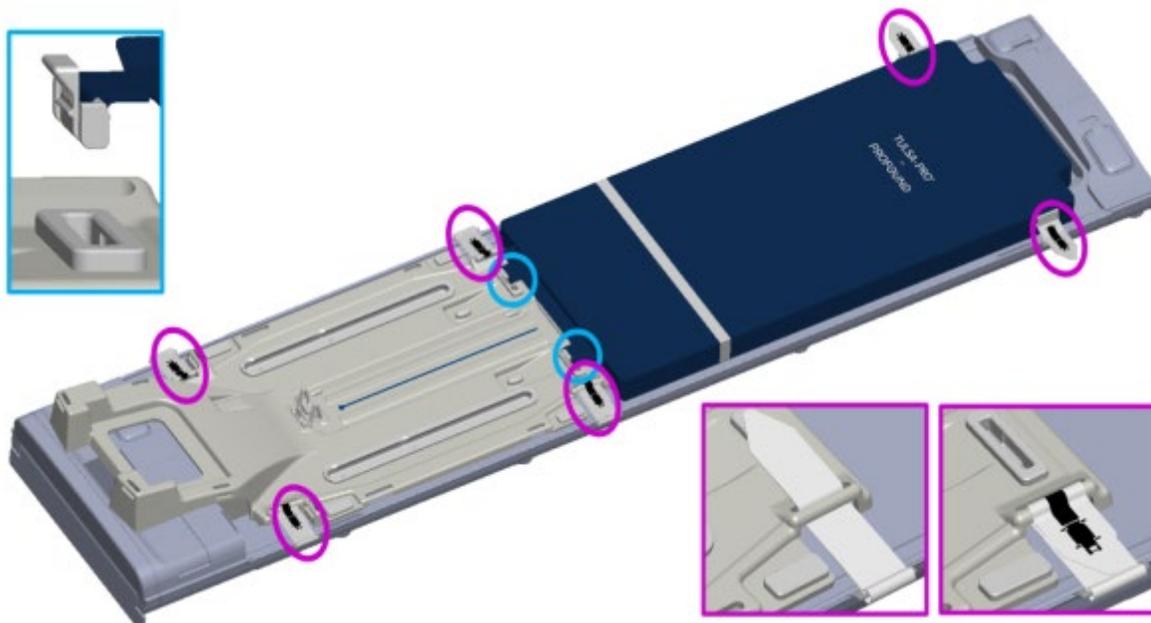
Fijación de la placa base y la almohadilla del paciente a la cama de IRM
